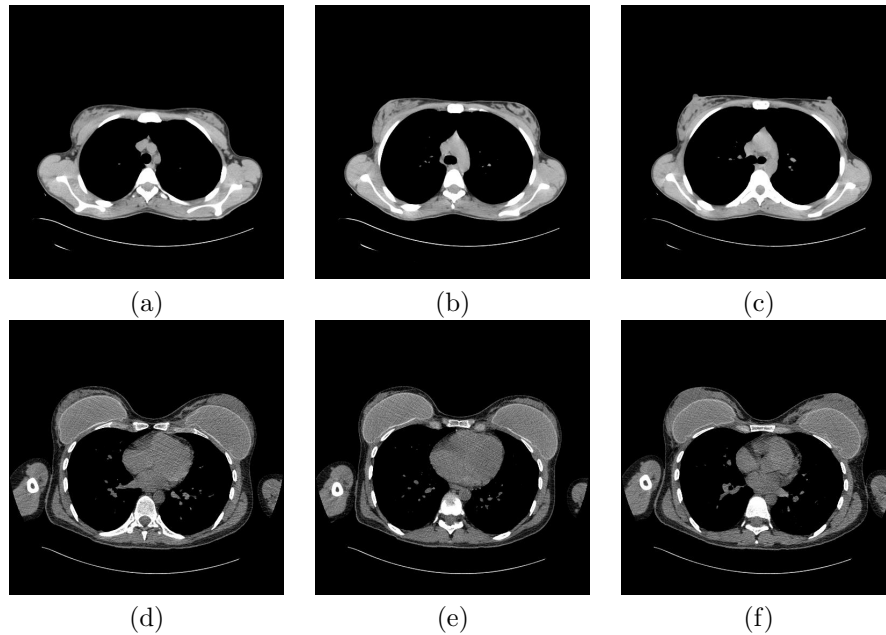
Imágenes TAC de la región mamaria de la paciente. (a), (b) y (c) Antes de la intervención. (d), (e) y (f) Después de la intervención.
